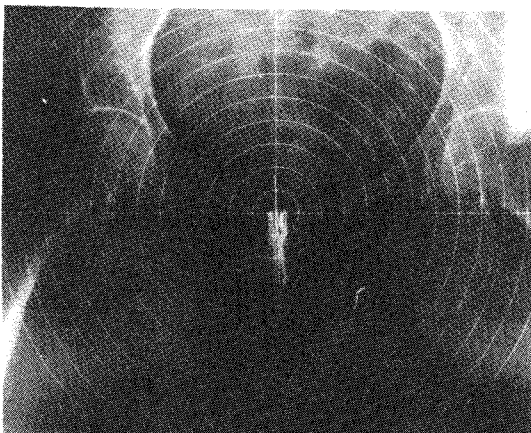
Pelvic X-ray of patient to be heated with intracavitary applicator.
